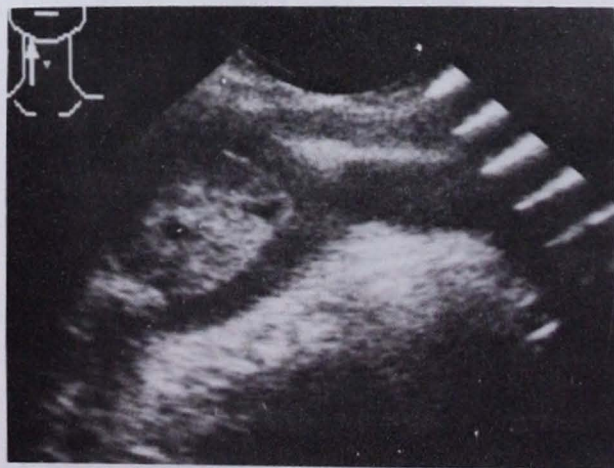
Ultrasonido en corte sagital donde se observa apertura de la bifurcación carotidea por la presencia de tumoración heterogénea correspondiente a glomus carotideo derecho ("copa de vino").
